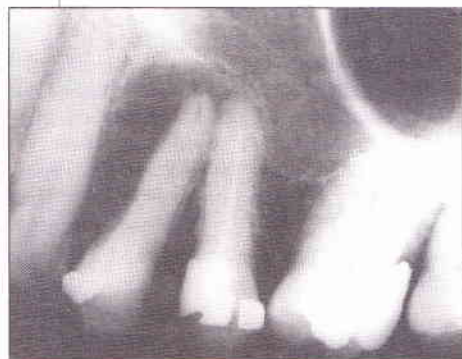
Radiografia prévia evidenciando abscesso crônico no 24. Observe espaço radiolúcido entre a raiz do 23 e 24 (Cortesia Dra. Elaine Facchin)
